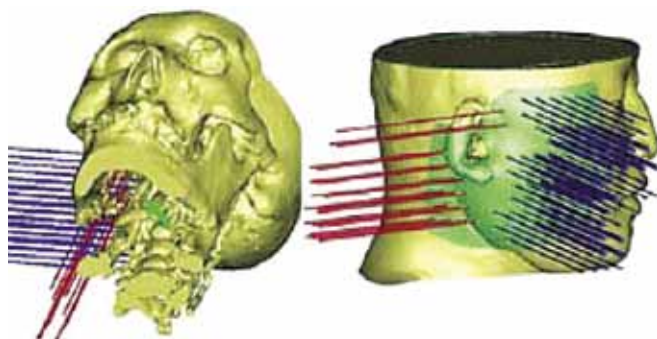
КТ-визуализация (трехмерная реконструкция). Планирование стояния интратов
